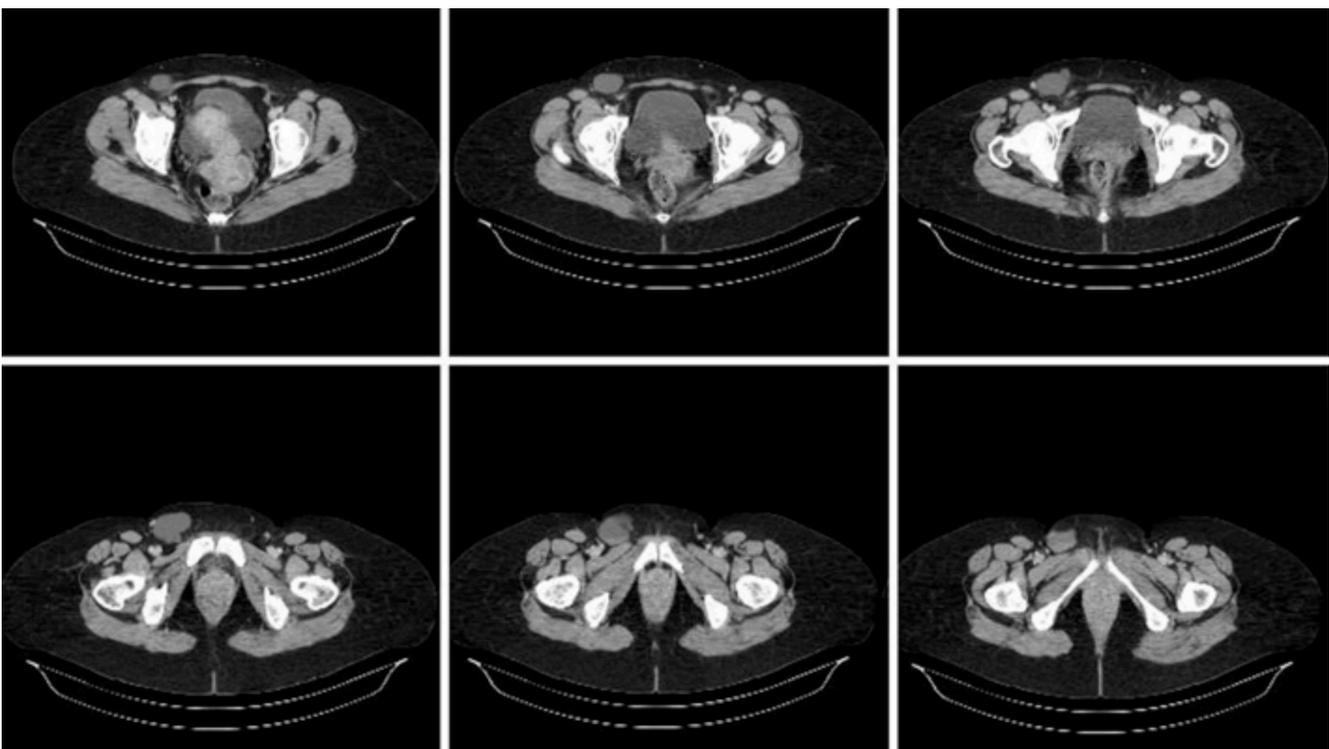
TAC de abdomen.
